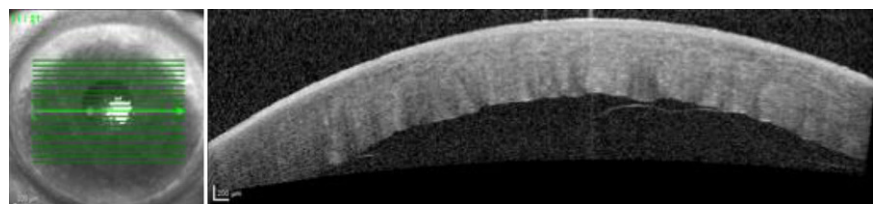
▲ Optische Kohärenztomographie (OCT) der Hornhaut des linken Auges bei Erstvorstellung: Descemet-Membran-Ablösung
